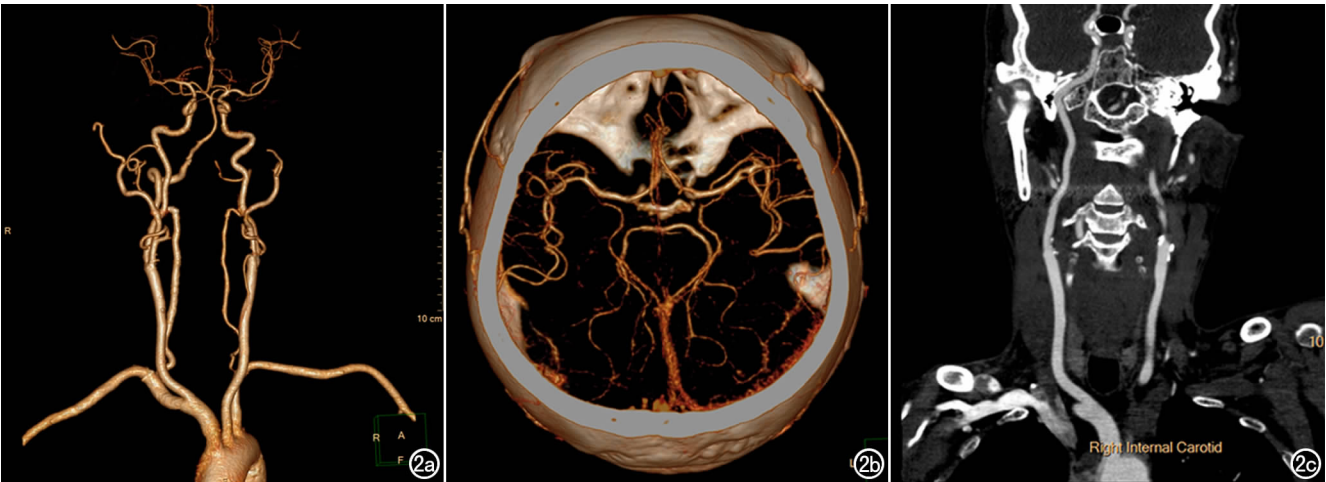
男,56 岁,BMI=21.9 kg/m²,行头颈部双低 CTA 扫描,管电流 200 mAs,图像主观评分 5 分。a、b) VR 图示头颈部各血管壁光滑、清晰; c) CPR 图示右侧颈总动脉动脉及颈内动脉显示清晰、锐利,对比度强,无伪影; d) MIP 图示双侧大脑中动脉显示清晰,能够很好的显示四级以上分支。
